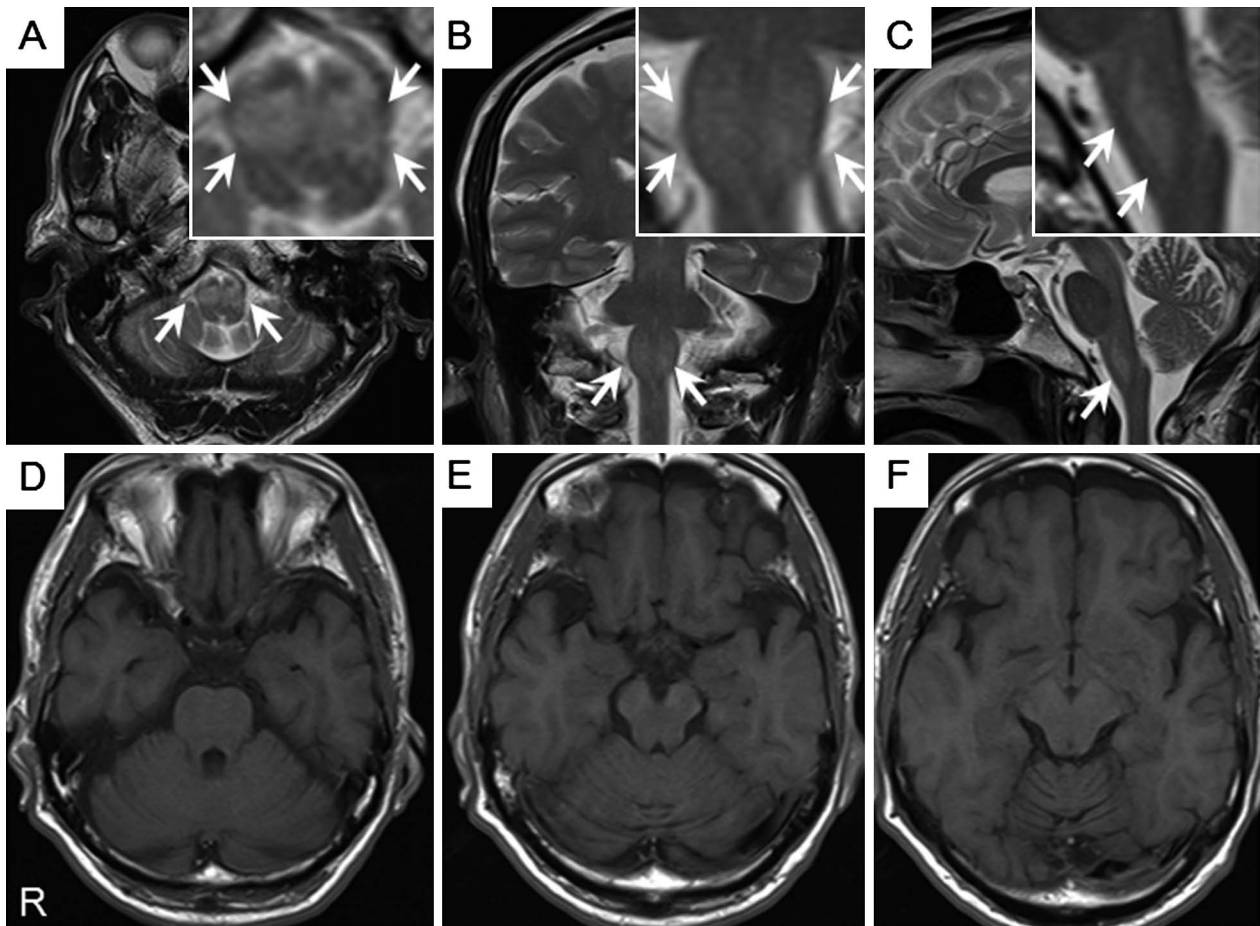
Brain MRI of the patient.
